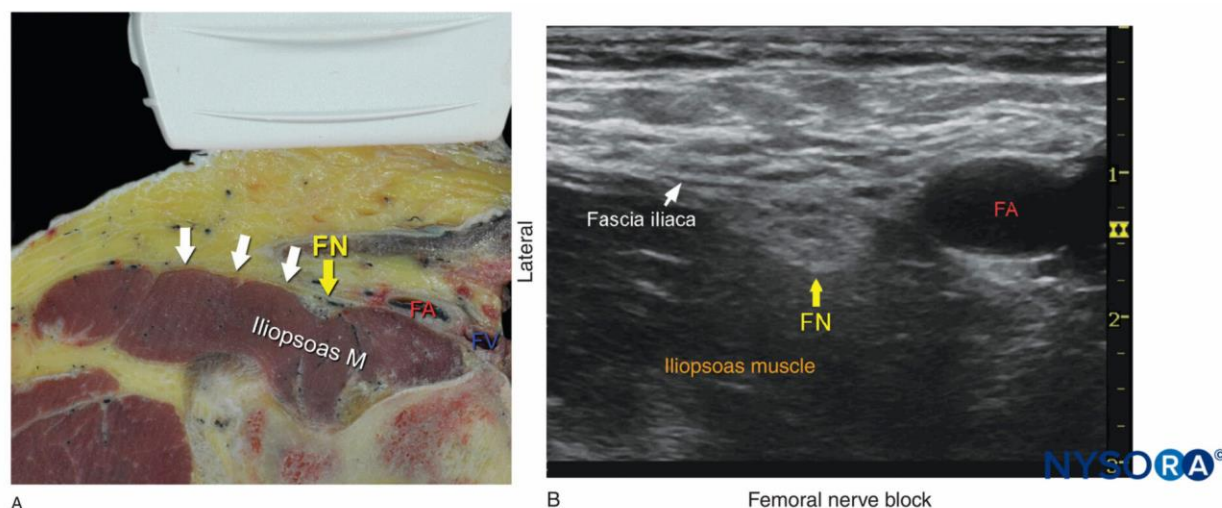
BNF guiado por ultrasonido (Tomado de NYSORA, 2022)
